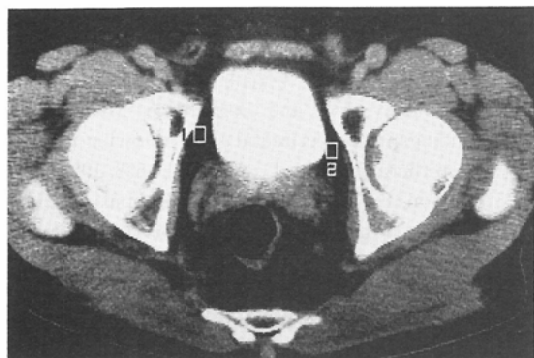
CT value in the perivesical space. The CT number of the perivesical space shows the fatty tissue as well.
